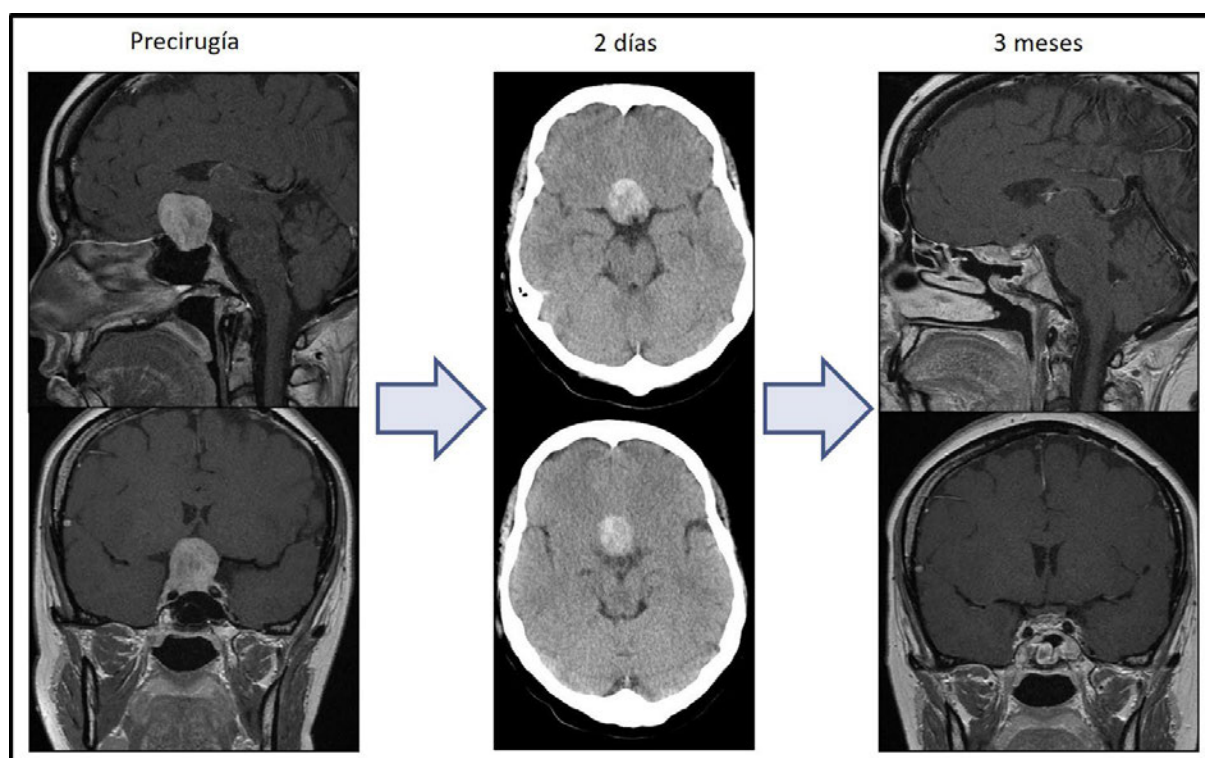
Mujer de 43 años que tras la cirugía presentaba cefalea intensa sin otra sintomatología, por lo que se realizó TAC craneal donde se observaba relleno de la cavidad del adenoma por componente hemático, que se resolvió con tratamiento conservador a los dos meses. En la RM a los tres meses se observa un pequeño resto de adenoma.
